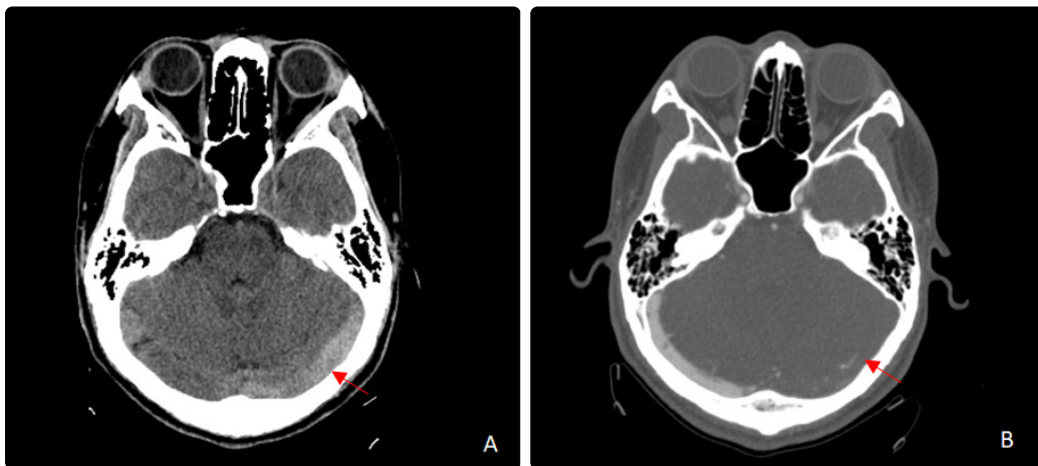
Cerebral venous sinus thrombosis. (A) CT scan of the brain revealed hyperdense clot at left transverse sinus. (B) CTV showed filling defect indicating thrombosis at left transverse sinus.
